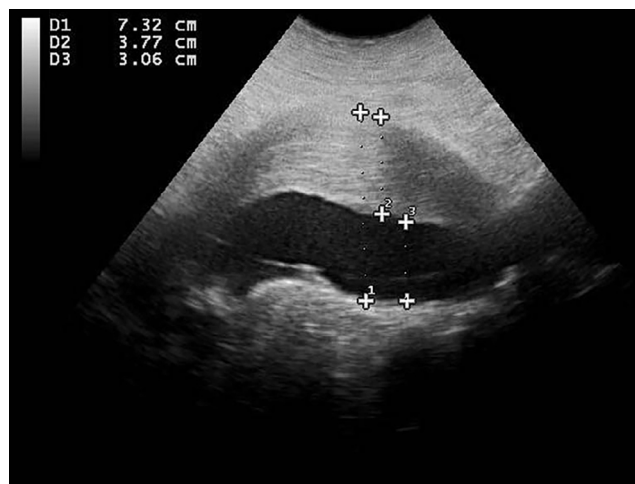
Ecografía abdominal en atención primaria: corte longitudinal infrarrenal. Se aprecia el aneurisma de aorta abdominal de 7,32 cm con su importante trombo mural anterior.
